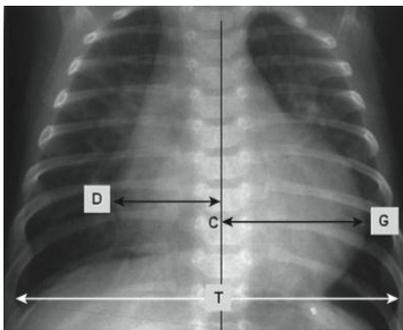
Radiographie du thorax d'un nouveau né de 3 jours souffrant d'IC par CMD. $ICT = (CD+CG) / T$ (1)
